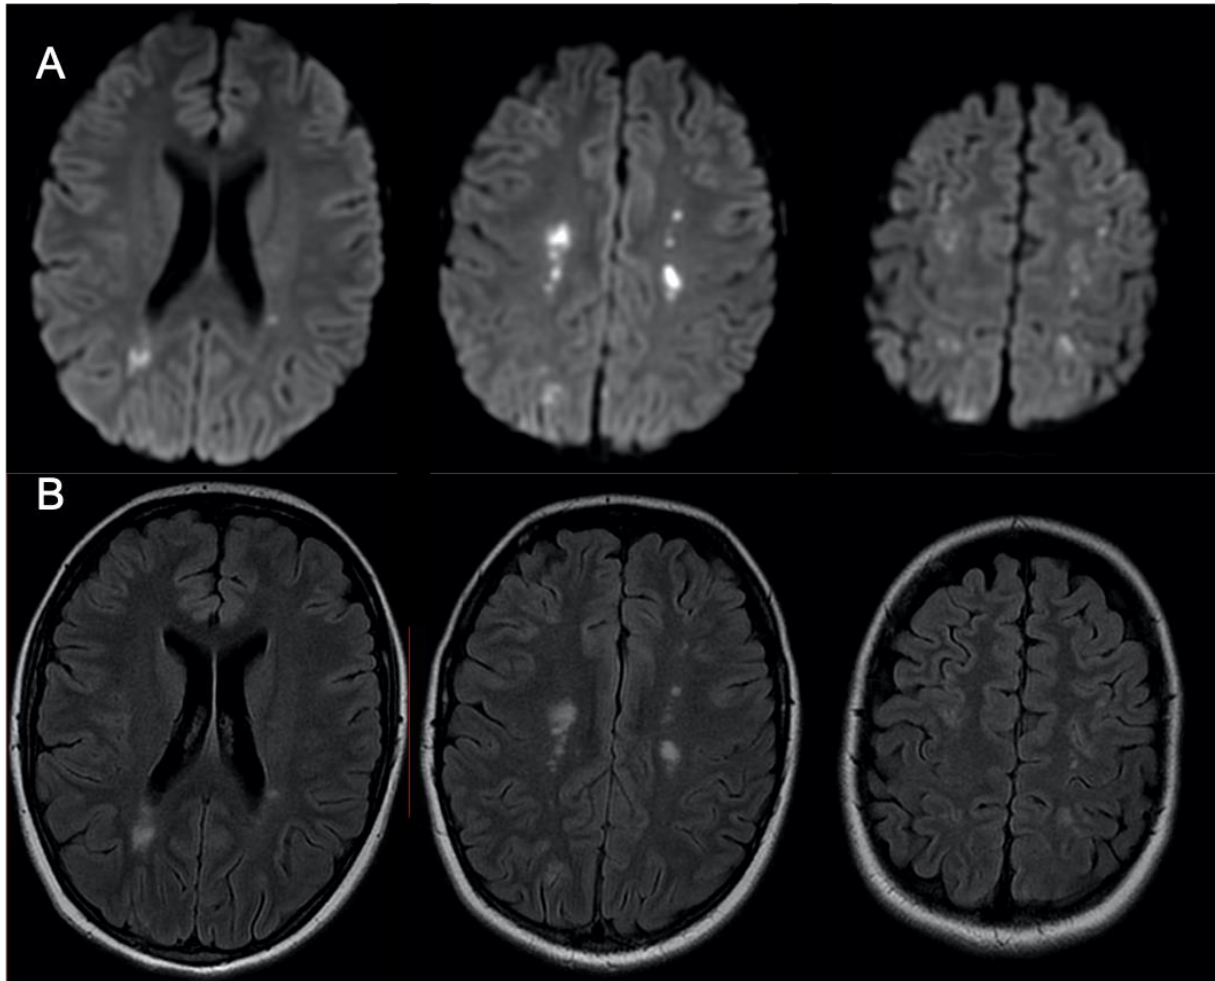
Cas 66 : Adolescente de 16 ans : troubles de la conscience et de la mémoire dans le cadre d'une découverte d'une LAL dans les suites d'une myocardite à éosinophiles avec thrombus intra-ventriculaire gauche. L'IRM cérébrale montre sur la séquence de diffusion des hypersignaux multiples punctiformes, parfois confluents de la substance blanche profonde de façon bilatérale et asymétrique. Il existe une restriction sur la cartographie ADC. On retrouve ces anomalies en hypersignal sur la séquence FLAIR (B). La répartition de ces anomalies est compatible avec des territoires jonctionnels. Il peut donc s'agir d'infarctus cérébraux des territoires jonctionnels. La physiopathologie des lésions chez cette patiente n'est pas bien comprise étant donné l'absence de notion de trouble hémodynamique précédant la réalisation de l'examen. Il peut s'agir d'une pluie de micro-thrombi obstruant les artérioles distales, secondaire au thrombus intra-ventriculaire gauche ou à l'hyperéosinophilie.
